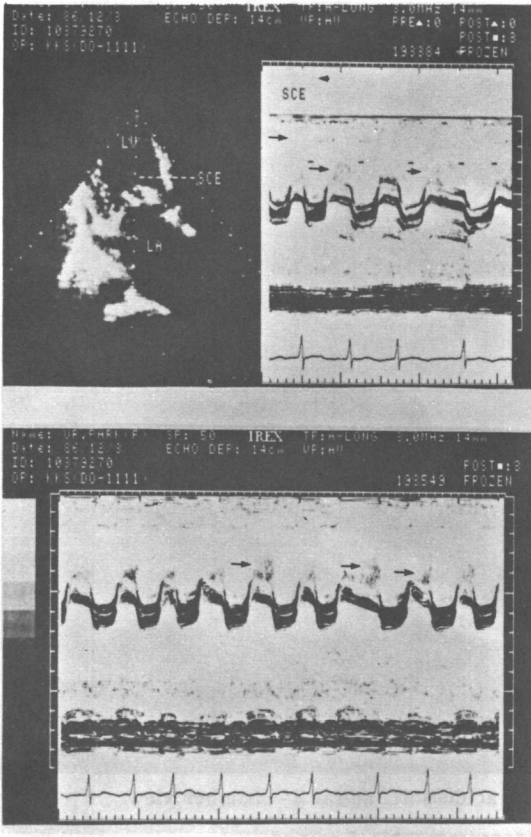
SCE in the left ventricle of case 4 patient at diastole, apical 2-chamber view and M-mode scan.
